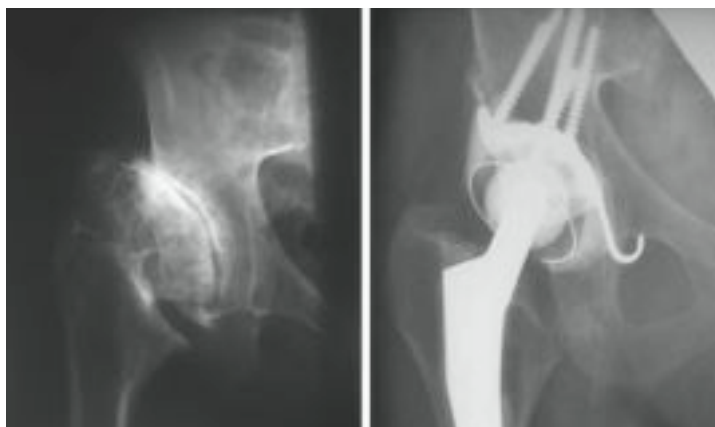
a) Die a. p. Röntgenaufnahme der rechten Hüfte zeigt eine fortgeschrittene Dysplasiecoxarthrose. b) Die a. p. Röntgenaufnahme nach 10 Jahren stellt einen stabilen Implantatsitz nach Rekonstruktion des Acetabulums mit Stützringosteosynthese nach Ganz dar ohne radiologische Aufhellungslinien.
